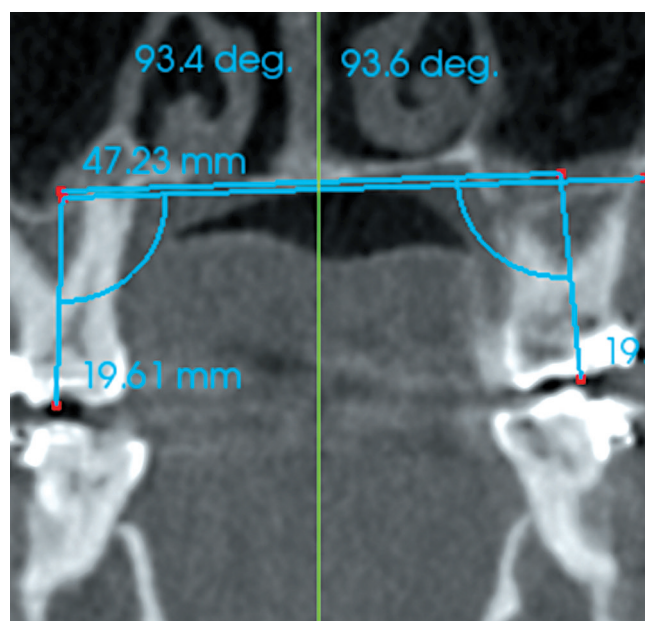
КЛК-томограмма. Оценка инклинации первых моляров после лечения.
